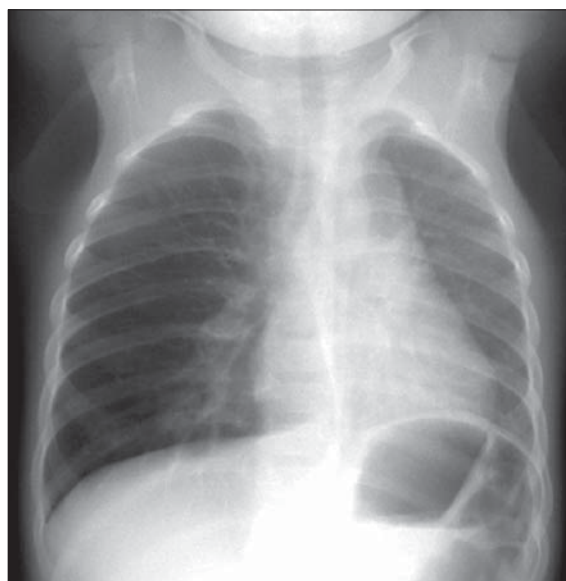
Torace rotat. Radiografie toracică PA cu ușoară rotație spre stânga.
